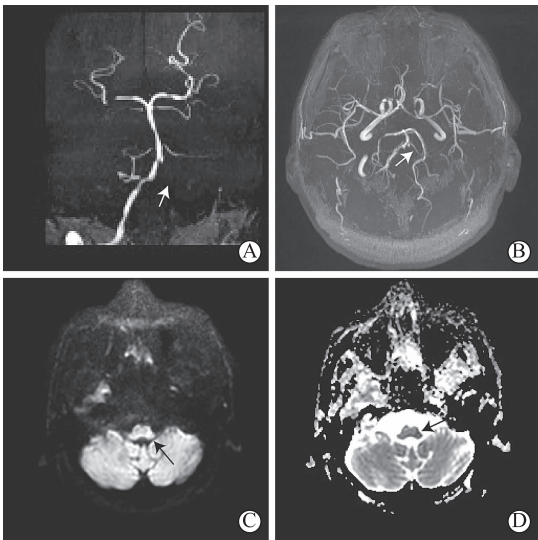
MRA 示左侧椎动脉未见明确显影(A,B);左侧延髓 DWI 高信号影(C);左侧延髓 ADC 低信号影(D)
